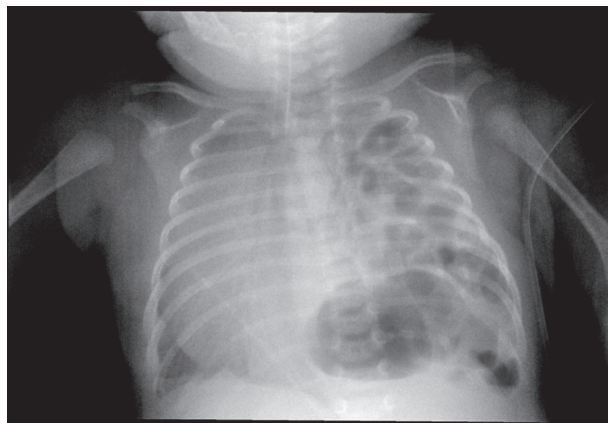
Рентгенограмма органов грудной клетки новорожденного С. с левосторонней врожденной диафрагмальной грыжей
